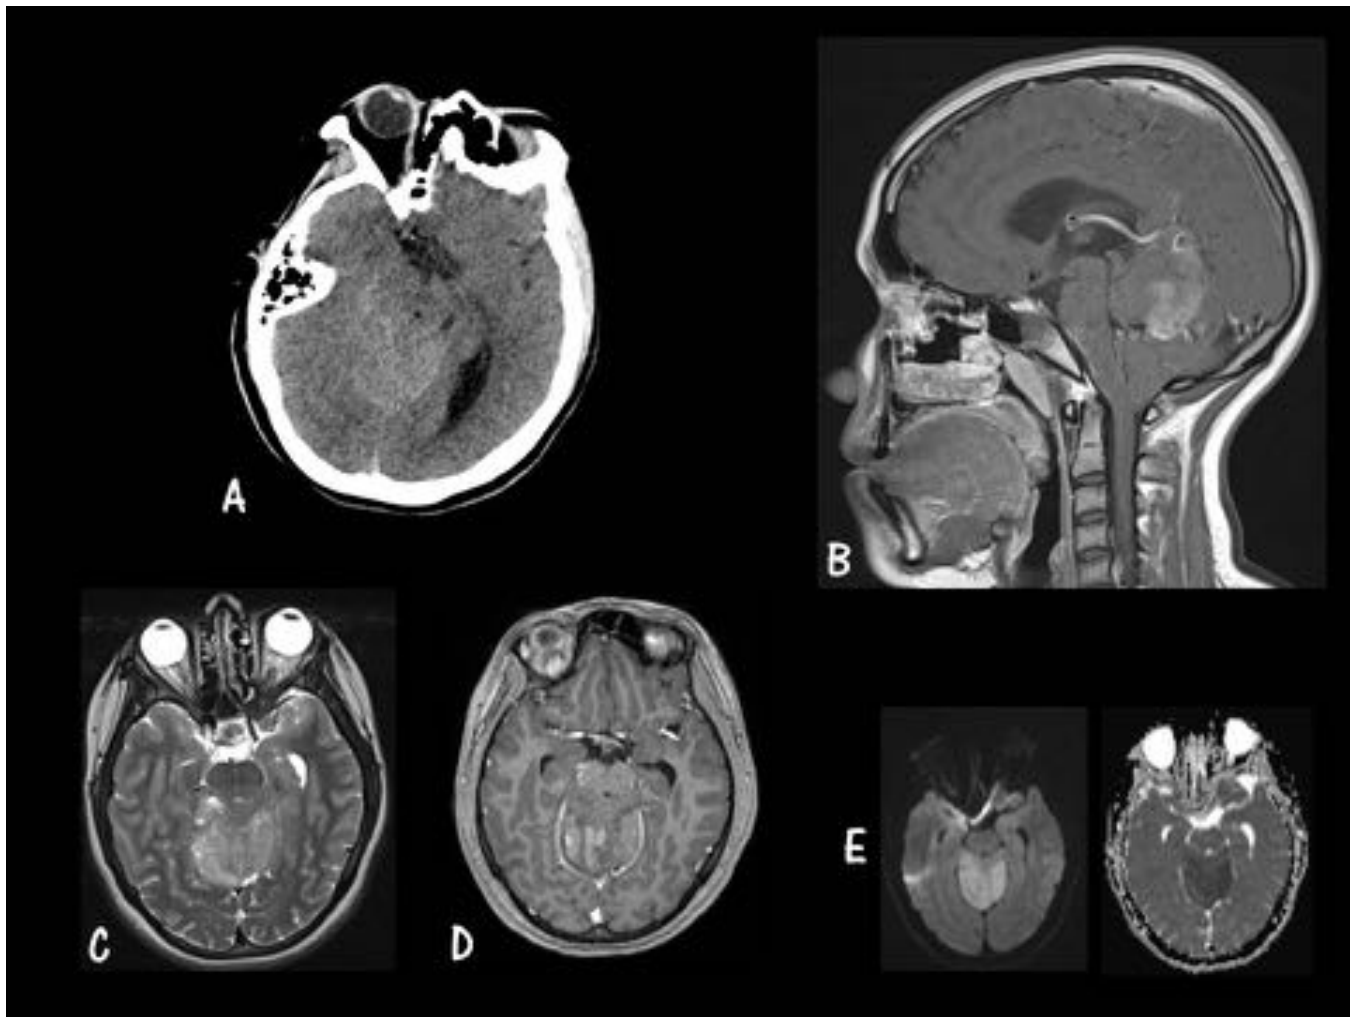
MB Subgrupo 3. Caso 2. A. Axial TC sin CIV. B. Sagital T1 post GD. C. Axial T2 FS. D. Axial T1 post-GD. E. Difusión (izquierda) y ADC (derecha). Masa hiperdensa en TC dentro del IV ventrículo, que realza tras la administración de CIV y con restricción del agua libre, sugerente de MB subgrupo 3.
